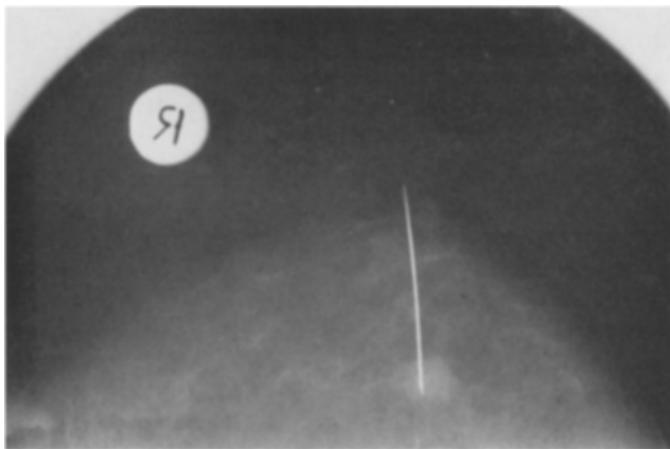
Während der Operation wird durch Röntgenaufnahme des exstirpierten Gewebestückes sichergestellt, daß dieses auch tatsächlich mit einer Manschette gesunden Gewebes exstirpiert wurde
